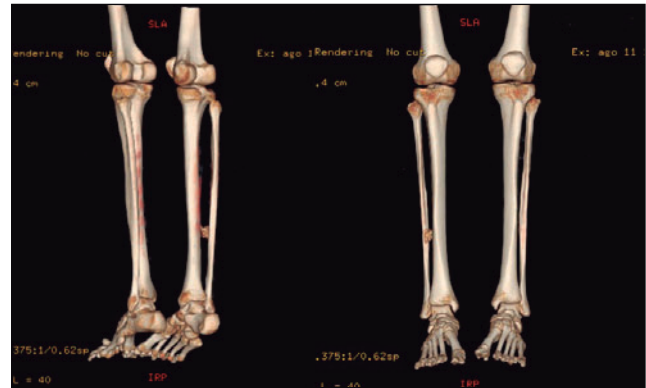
Reconstrucción tridimensional de tomografía computarizada de miembros inferiores previa a la resección quirúrgica. Se observa una imagen de una tumoración localizada entre la tibia y peroné, a nivel de la membrana interósea.
